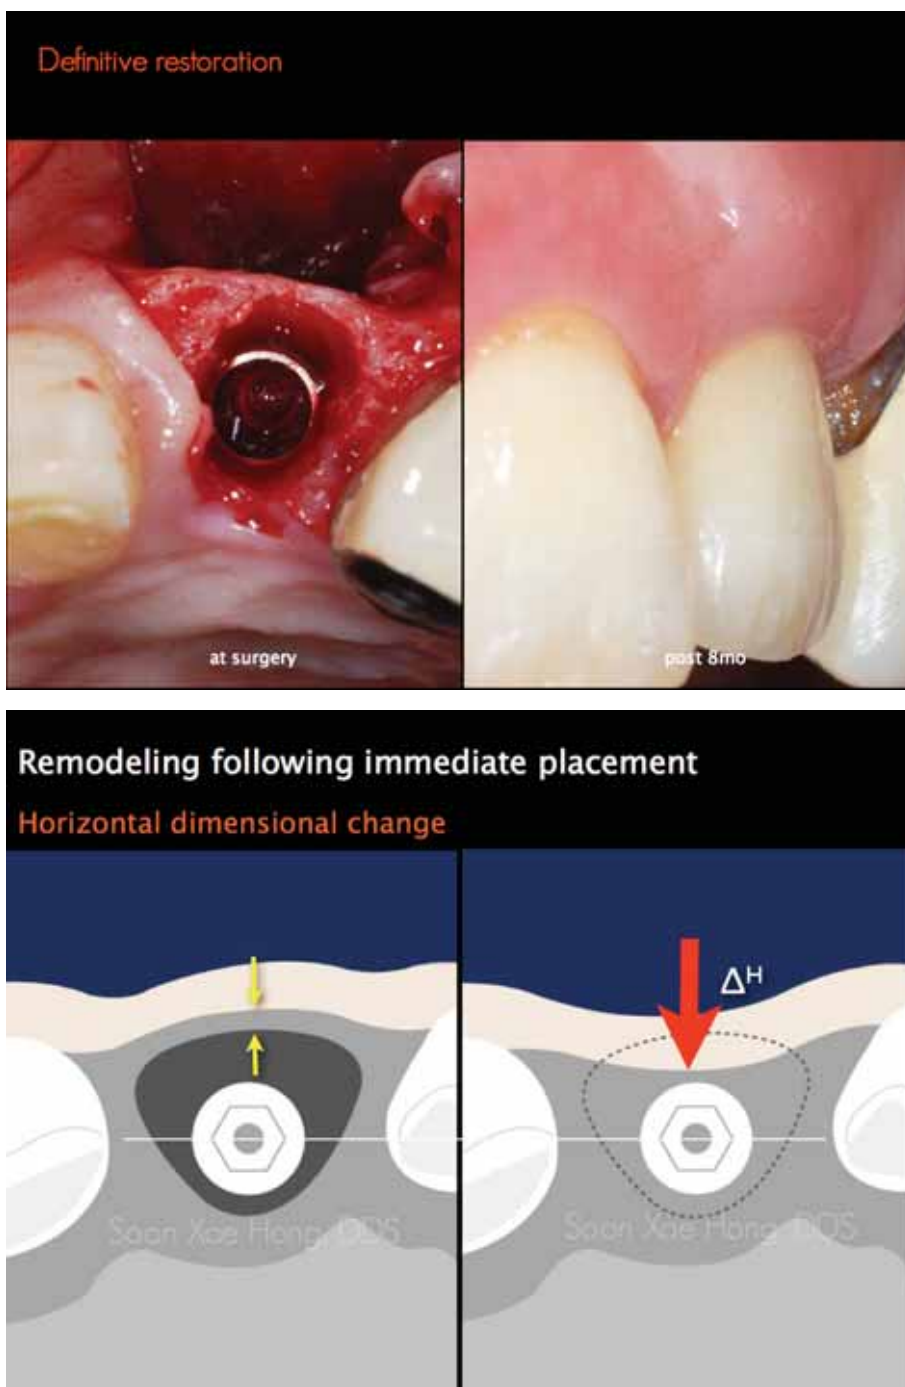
46. 좌측 그림을 보고, Fig.44의 완성 CT를 연관지어 생각해볼 때 thin labial bone은 거의 흡수되어 안쪽으로 들어 온 것을 알 수 있다(Fig. 46의 모식도 참조). 그림에도 불구하고 우측처럼 심미적인 결과를 얻을 수 있었던 것은 connective tissue graft를 통해서 gingival margin 부위 근처에서 충분히 두꺼운 잇몸을 확보할 수 있었기 때문이다. 필자의 견해로는 이 증례 같은 경우라면 implant top 레벨에서 순측으로 2mm이상의 폭을 갖는 flat bony balcony를 얻는 것은 Ti-reinforced e-PTFE membrane같은 것을 쓰지 않는 한 연기가 거의 불가능하다고 생각한다. 그래서 측절치 부위에서는 얇은 잇몸 + 두꺼운 marginal bone 조합보다는 (CTG를 통한) 두꺼운 잇몸의 확보 + 어느 정도 구개측 리모델링을 용인하는 marginal bone profile을 선호한다.
